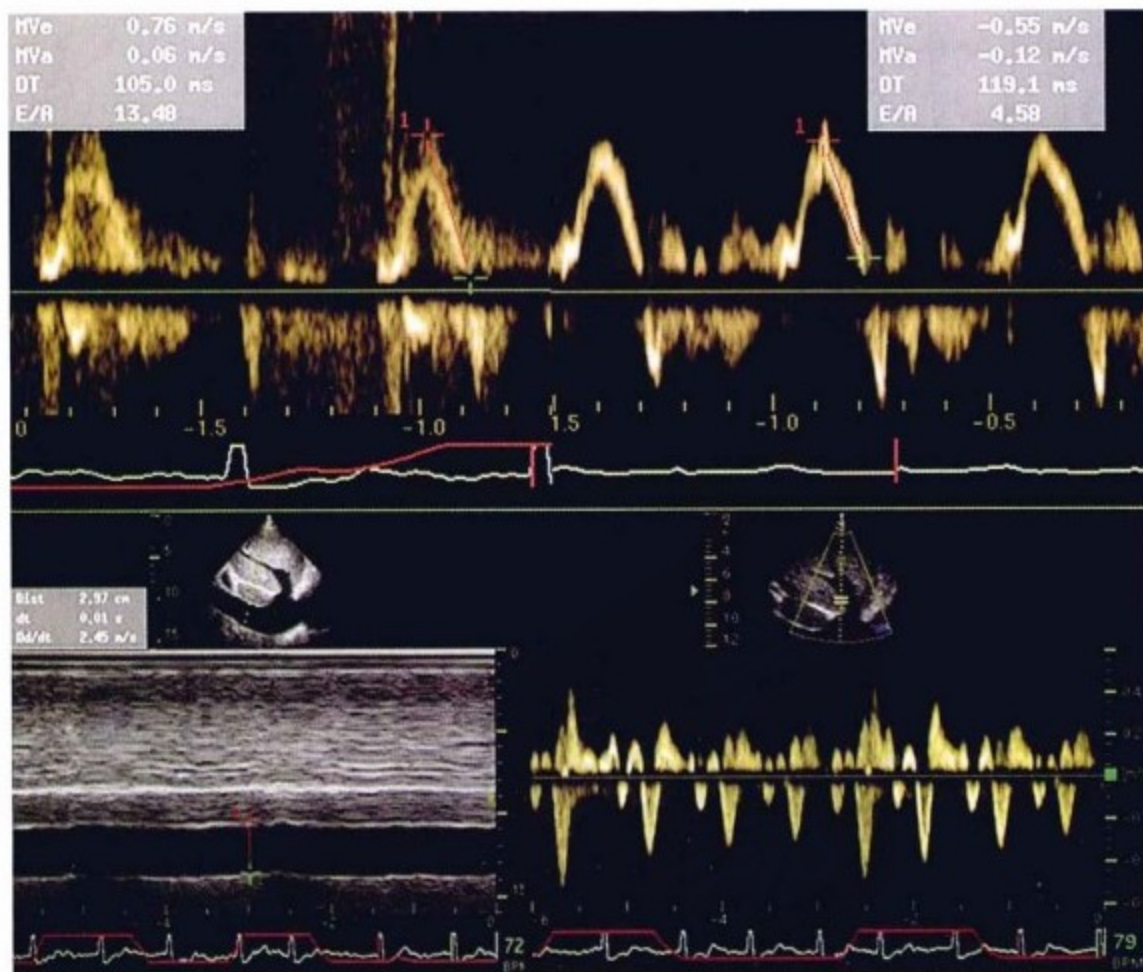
左上图:TTE 记录二尖瓣血流频谱;右上图:TEE 记录二尖瓣血流频谱。提示快速流入的血流频谱变化与缩窄性心包炎所致左心房压力增高、充盈受限相对应。左下图:M型超声。下腔静脉扩张、并缺少随呼吸的节律性变化——提示中心静脉压增高。右下图:肝静脉血流频谱。即使在吸气相,也可看到在舒张期血流逆转时相位的变化。
